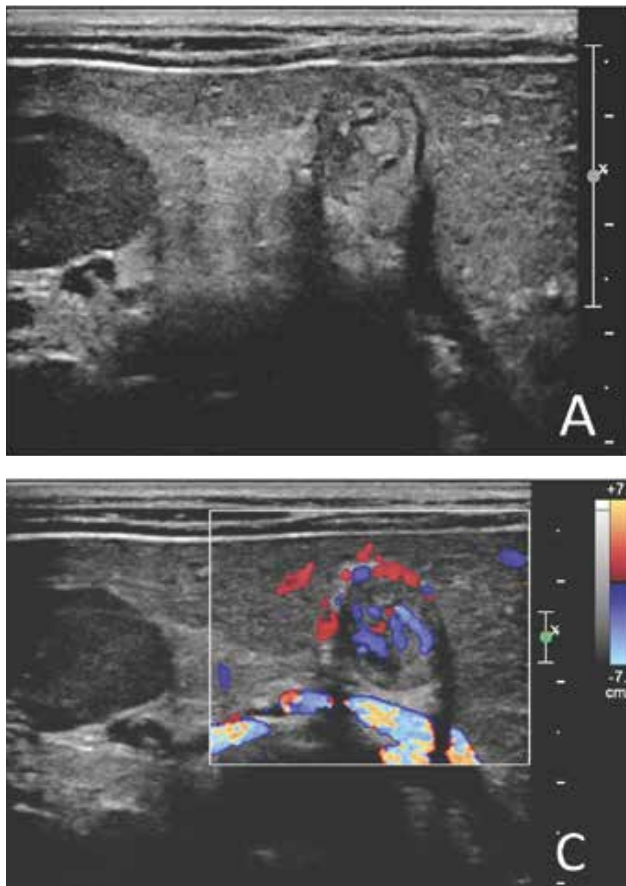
Le immagini ecotomografiche mostrano ispessimento circonferenziale delle pareti colecistiche, con lume oblitterato nel fondo-corpo per la presenza di una massa solida, per lo più non clivabile dalle pareti (Fig. 1A: piano assiale, Fig. 1B: piano longitudinale). All'integrazione con color-Doppler (Fig. 1C) presenza di marcato segnale vascolare.
